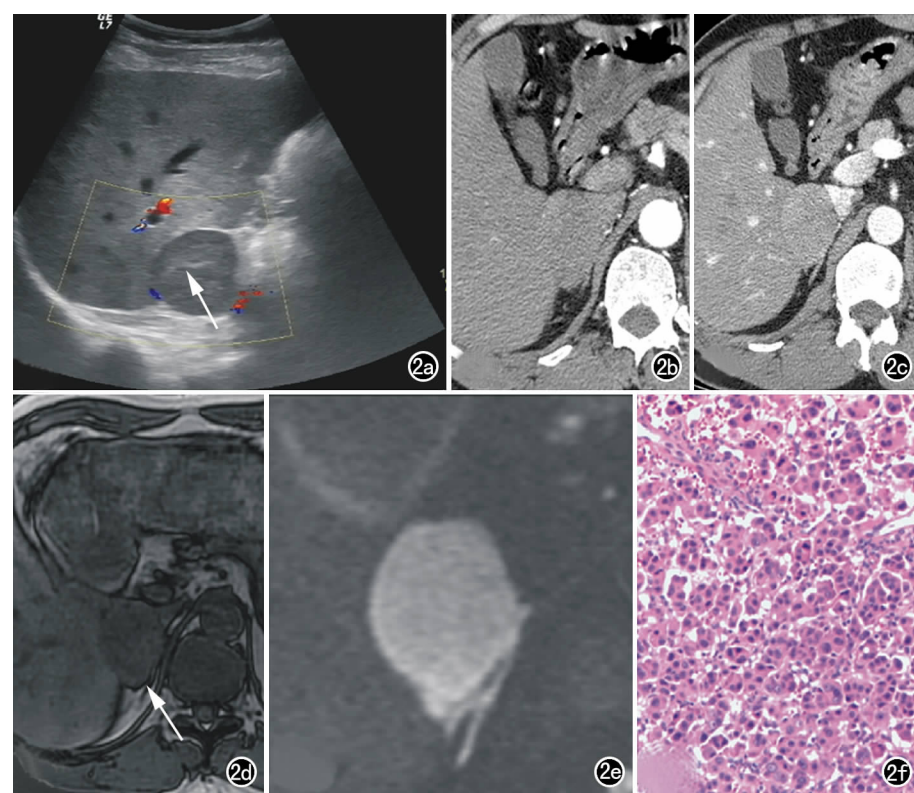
ACO 患者。a) 超声提示内部回声不均,可见条带状高回声(箭); b) CT 增强扫描动脉期示肿块呈均匀弱强化(65.6 HU),与肝实质(76.03 HU)密度相近; c) 增强扫描静脉期示肿块密度均匀,强化程度(93.12 HU)略高于肝实质(91.31 HU),边界清,可见周边细线样包膜强化; d) 反相位图示肿块信号无明显减低(箭); e) DWI 图像清晰显示肿块与肾上腺结合部关系,似见周围稍高信号影包绕; f) 镜下示肿瘤细胞胞浆嗜酸性,核大,核仁明显,细胞排列成巢团状(×200, HE)。
